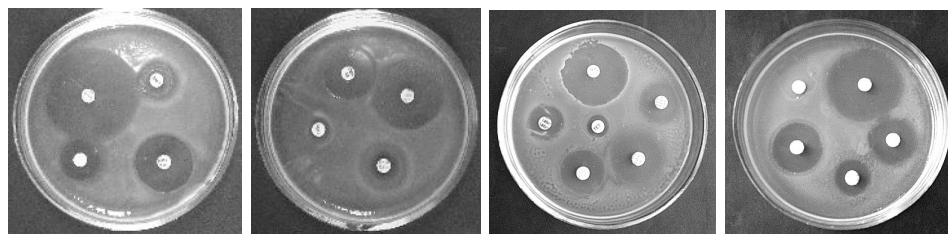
Зоны задержки роста культур, выделенных от дельфинов при действии различных антибиотиков (метод диффузии в агар).
